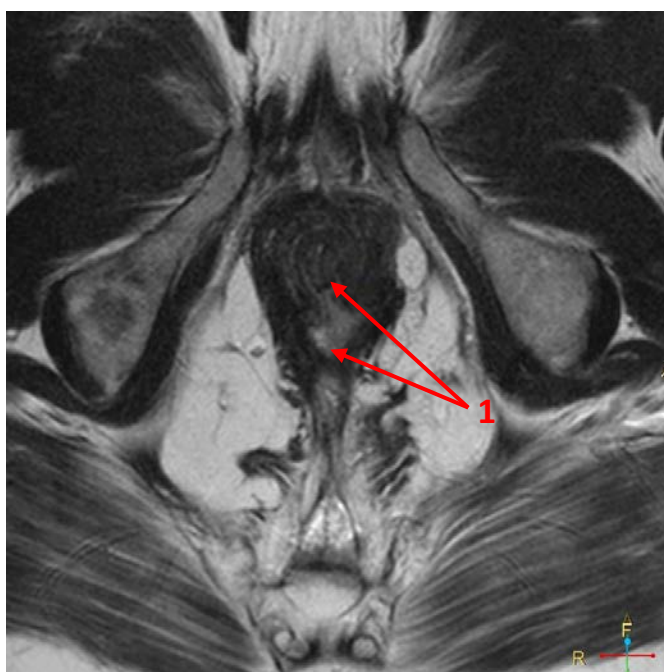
Магнитно-резонансная томография малого таза, аксиальный срез. Пациент К. ИБ № 4733-12. Диагноз: Задний экстрасфинктерный свищ 4 степени сложности. 1. Свищевой ход.
